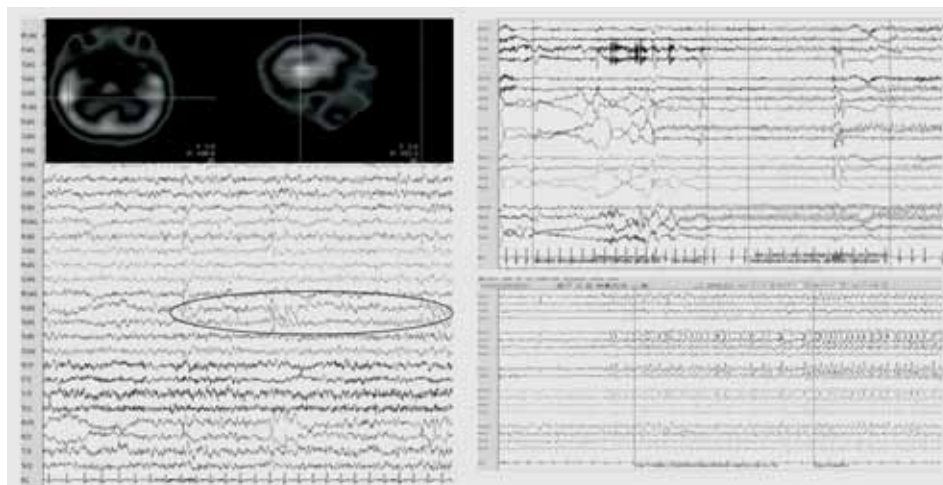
Paciente con epilepsia neocortical temporal derecha. Gráfico de la izquierda con actividad interictal de ondas agudas sobre theta polimorfo sin ritmicidad, SPECT ictal en la parte superior. Gráfico de la derecha superior inicio ictal con complejos de punta onda lenta a 8 Hz de morfología no claramente sinusoidal. Gráfico de la derecha inferior donde se evidencia patrón de diseminación típico neocortical con compromiso parietal y frontal central y rápida diseminación al lado opuesto.
